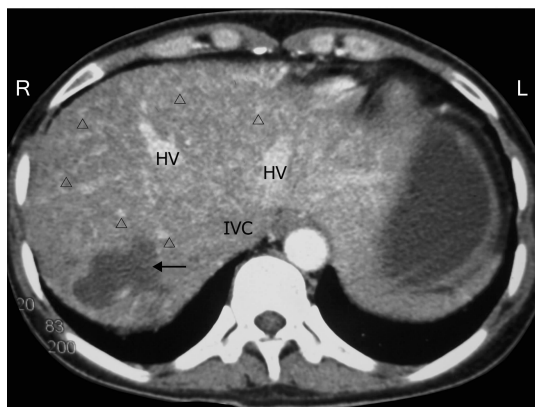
腹部 CT 动脉期扫描示肝内弥漫分布斑片状或斑点状毛细血管扩张灶 (Δ);下腔静脉主干(IVC)未显影时出现肝静脉分支早显(HV),提示肝内动静脉瘘存在;肝内不断增大的囊性占位性病变($\leftarrow$)
